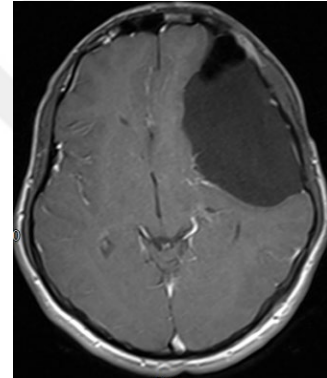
Şekil a: Preop MRG T1 sekans
